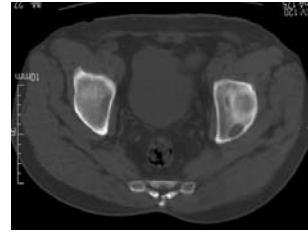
CT scan shows that left acetabulum posterior superior part is osteolytic destruction
